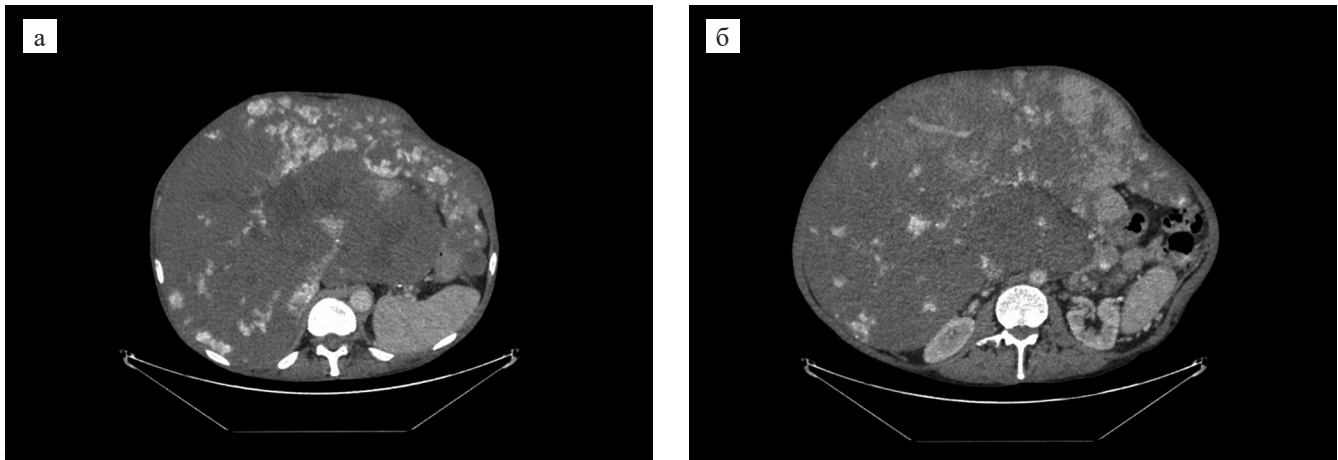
Рентгеновская спиральная компьютерная томограмма органов брюшной полости и забрюшинного пространства с внутривенным контрастированием у пациента с диффузным гемангиоматозом печени и наличием гигантских гемангиом: а – аксиальный срез на уровне печени в артериальную фазу контрастирования: определяются множественные гиподенсные очаги в обеих долях печени, часть из которых (>5 см) имеет характерное периферическое узловое усиление; б – аксиальный срез на уровне печени в венозно-паренхиматозную фазу контрастирования: визуализируется центрипетальное накопление контрастного препарата в гигантских гемангиомах
